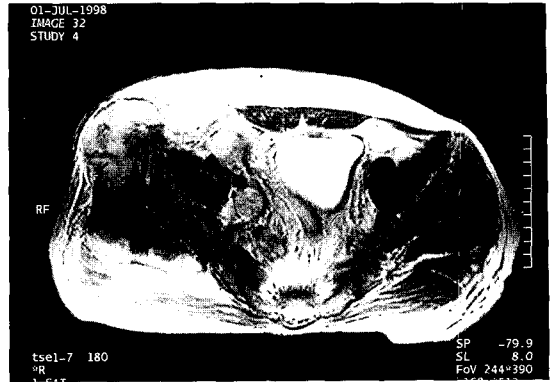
Pelvic MRI scan showing multinodular contrast enhanced masses in the right inguinal area, right lateral pelvic wall and right gluteus muscle.
